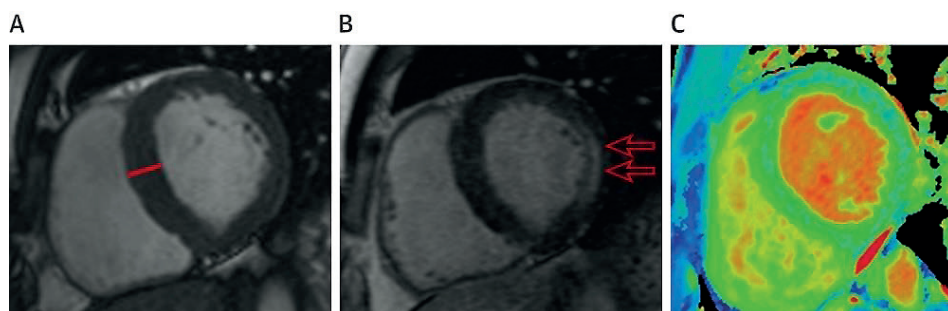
Secuencia de cardioresonancia magnética de EF (Modificado de Perry R et al., 2019) (A) Imagen de eje corto de un paciente con masa ventricular izquierda aumentada con aumento del grosor de la pared en el tabique (línea roja). (B) Imagen con realce de gadolinio tardío (áreas de color blanco, con flechas rojas) en la región inferolateral. (C) Mapa de color T1 de la nieta del paciente que se muestra en A y B, en etapa temprana de la enfermedad, con cambios tempranos con señal T1 reducida (azul) [10].
